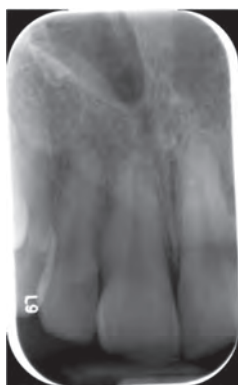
Initial radiography and initial photo with light diffusers to highlight the surface textures
